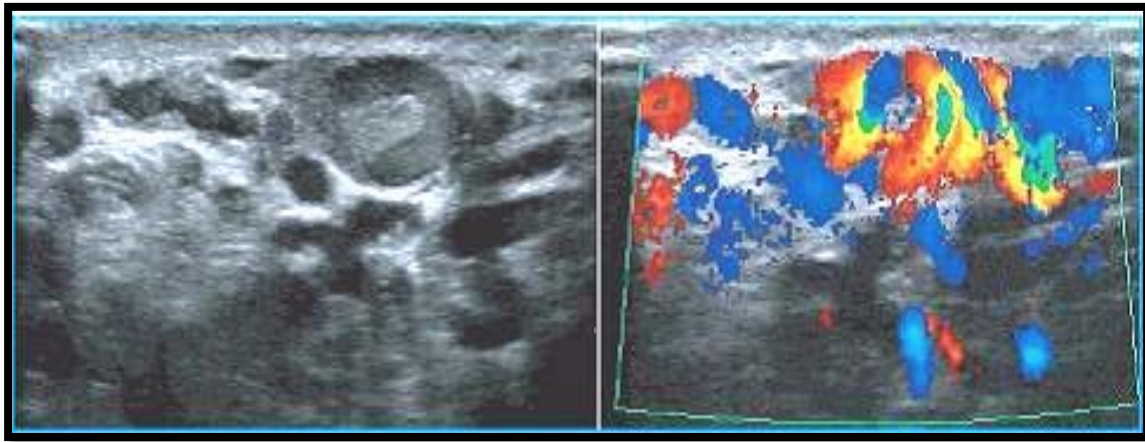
Echodoppler d'une varicocèle [81]].
